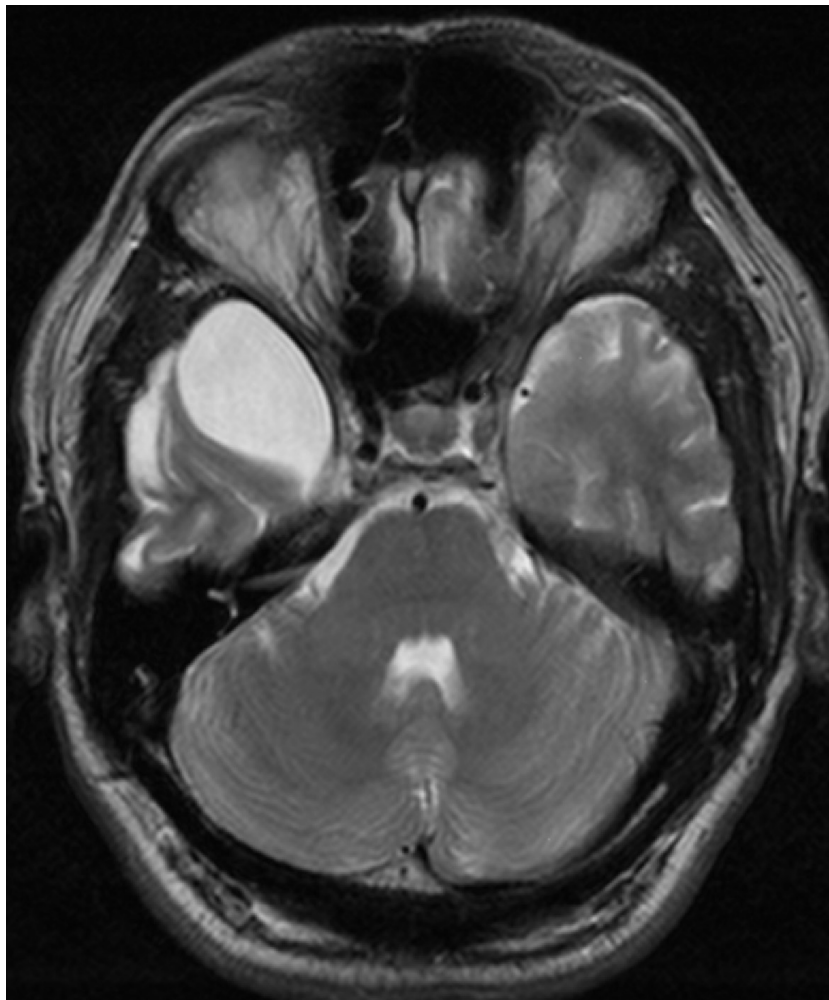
Арахноидальная киста правой височной области. МРТ.
